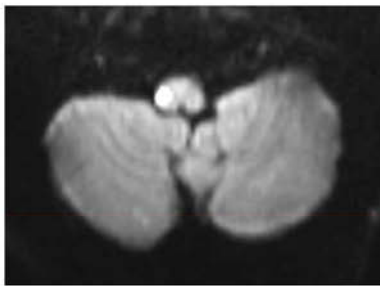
MRI DWI 序列示右侧延髓急性梗死灶
